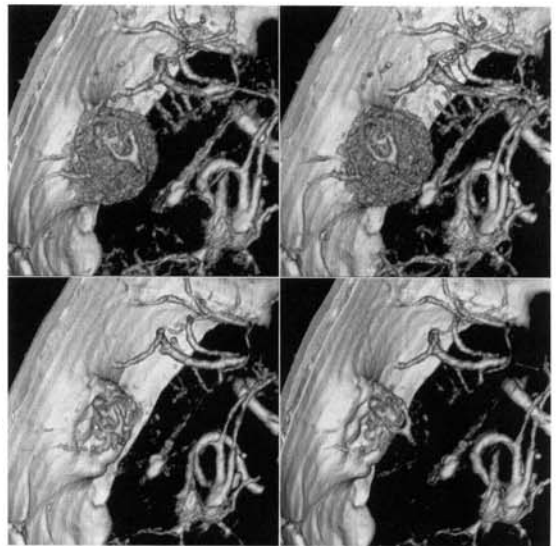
左窮隆部髄膜腫例の三次元造影 CT 画像 (ステレオ)
